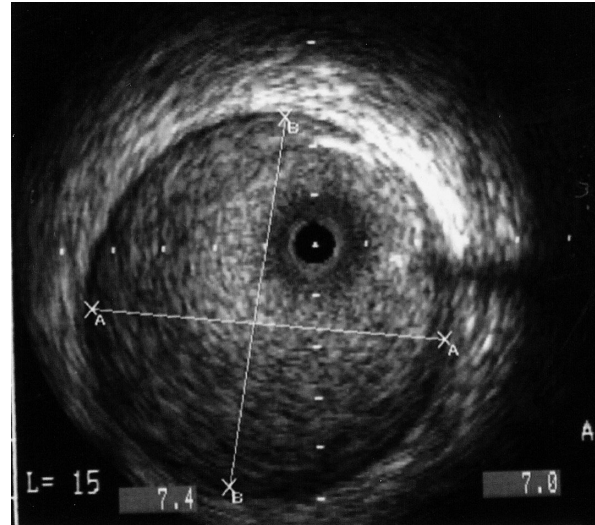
Intravascular ultrasonogram showing moyamoya vessels in the ectatic right coronary artery, but no evidence of unstable plaque or organic stenosis
